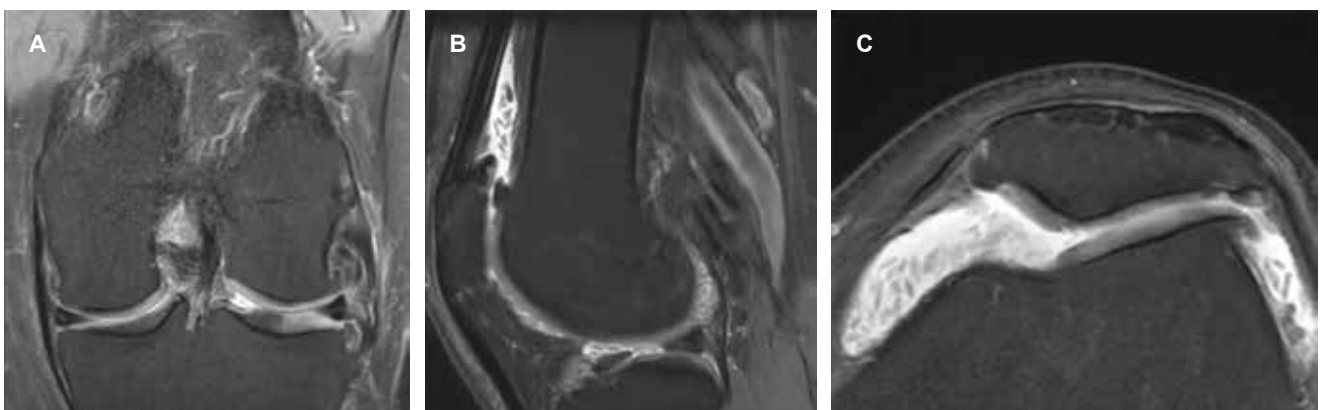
Resonancia magnética de rodilla izquierda. Secuencia con saturación grasa. A) Corte coronal. B) Corte sagital. C) Corte axial. Muestran derrame articular con múltiples imágenes lineales y ovoideas con señal intermedia, que afecta la totalidad de los recesos articulares sinoviales.
